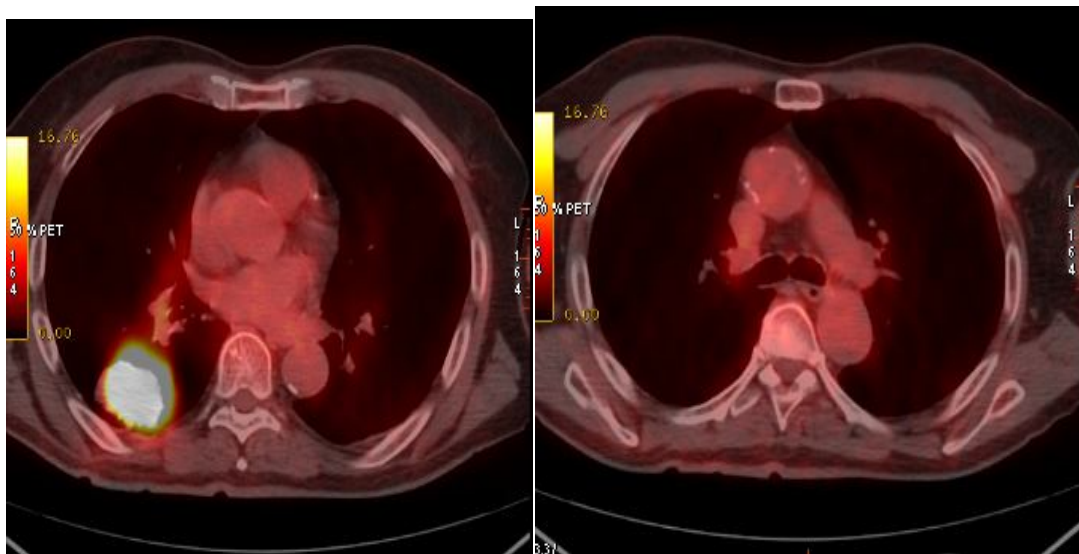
Images de fusion TEP-CT en coupes axiales chez le même patient suivi pour tumeur pulmonaire du lobe inférieur droit après traitement par chimiothérapie montrant la disparition de l'hypermétabolisme pathologique des aires ganglionnaires médiastinales, dans ce cas les adénopathies de localisation pré-vasculaire, de la fenêtre aorto-pulmonaire et hilare homo et contolatérale.
